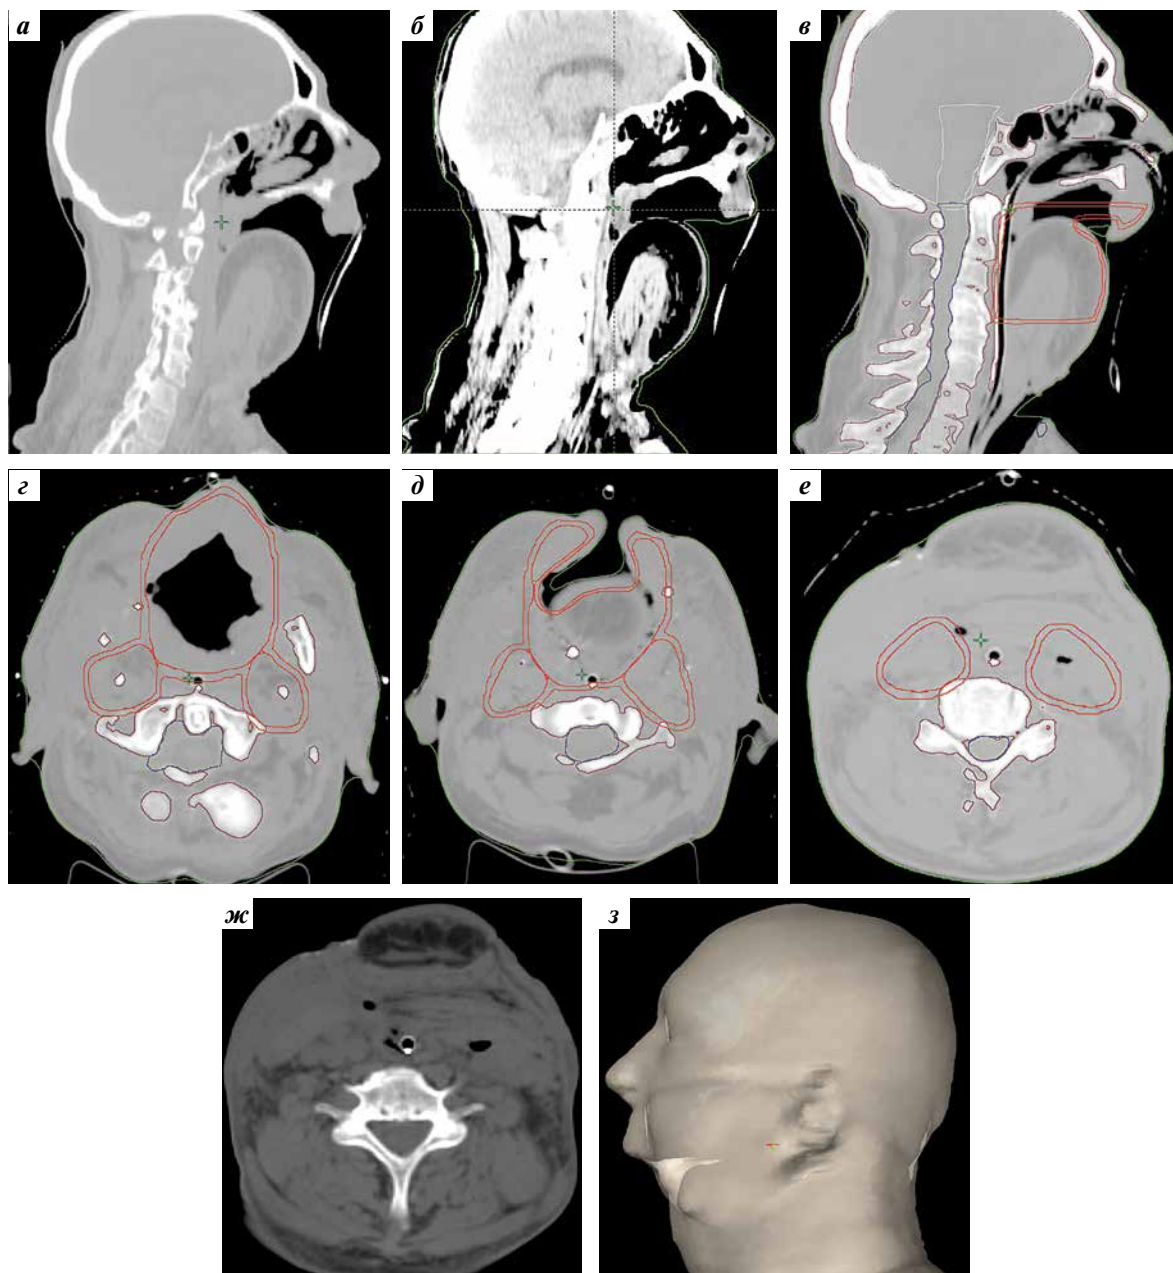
Данные пациента Г.: а–ж — томограммы, выполненные после операции, которые использованы как модель для планирования разметки; з — 3D-реконструкция тела пациента. Трехмерная модель для визуализации и точного позиционирования пациента. Сакитальный срез в «мягкотканном окне» (а), режим просмотра, оптимизированный для визуализации мягких тканей; сакитальный срез в «костном окне» с настройками для детального отображения костных структур (б). Наложен зеленый контур — внешняя граница тела пациента; сакитальный срез с полной разметкой в «мягкотканном окне» (в). Показаны все основные контуры для планирования лучевой терапии. Зеленой линией обозначен внешний контур тела, красной — целевой объем облучения. Оконтурированы критические органы риска (синей линией — спинной мозг, зеленой — ствол головного мозга, белой — головной мозг); аксиальный срез на уровне верхней губы в «мягкотканном окне» (з). Показаны целевой объем облучения и критические органы; аксиальный срез на уровне ротовой щели в «мягкотканном окне» (д). Разметка демонстрирует сложную форму целевого объема; аксиальный срез на уровне подъязычной кости в «мягкотканном окне» (е). Целевой объем включает группы регионарных лимфатических узлов; аксиальный срез — без разметки (ж)
